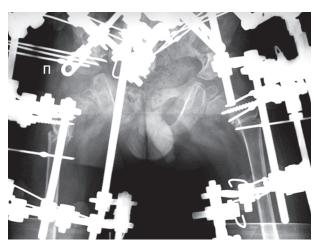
Рентгенограмма таза пациента С. в прямой проекции во время лечения
